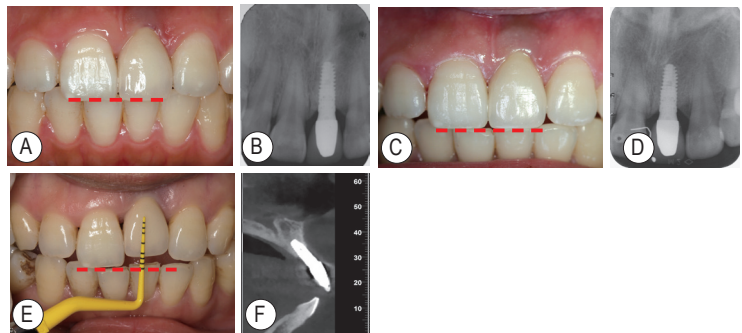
患者随访口内照及放射线检查 A、B: 分别为最终修复当天口内照及根尖放射线片; C、D: 分别为最终修复后1年口内照及根尖放射线片; E、F: 分别为最终修复后10年口内照及CBCT截图
